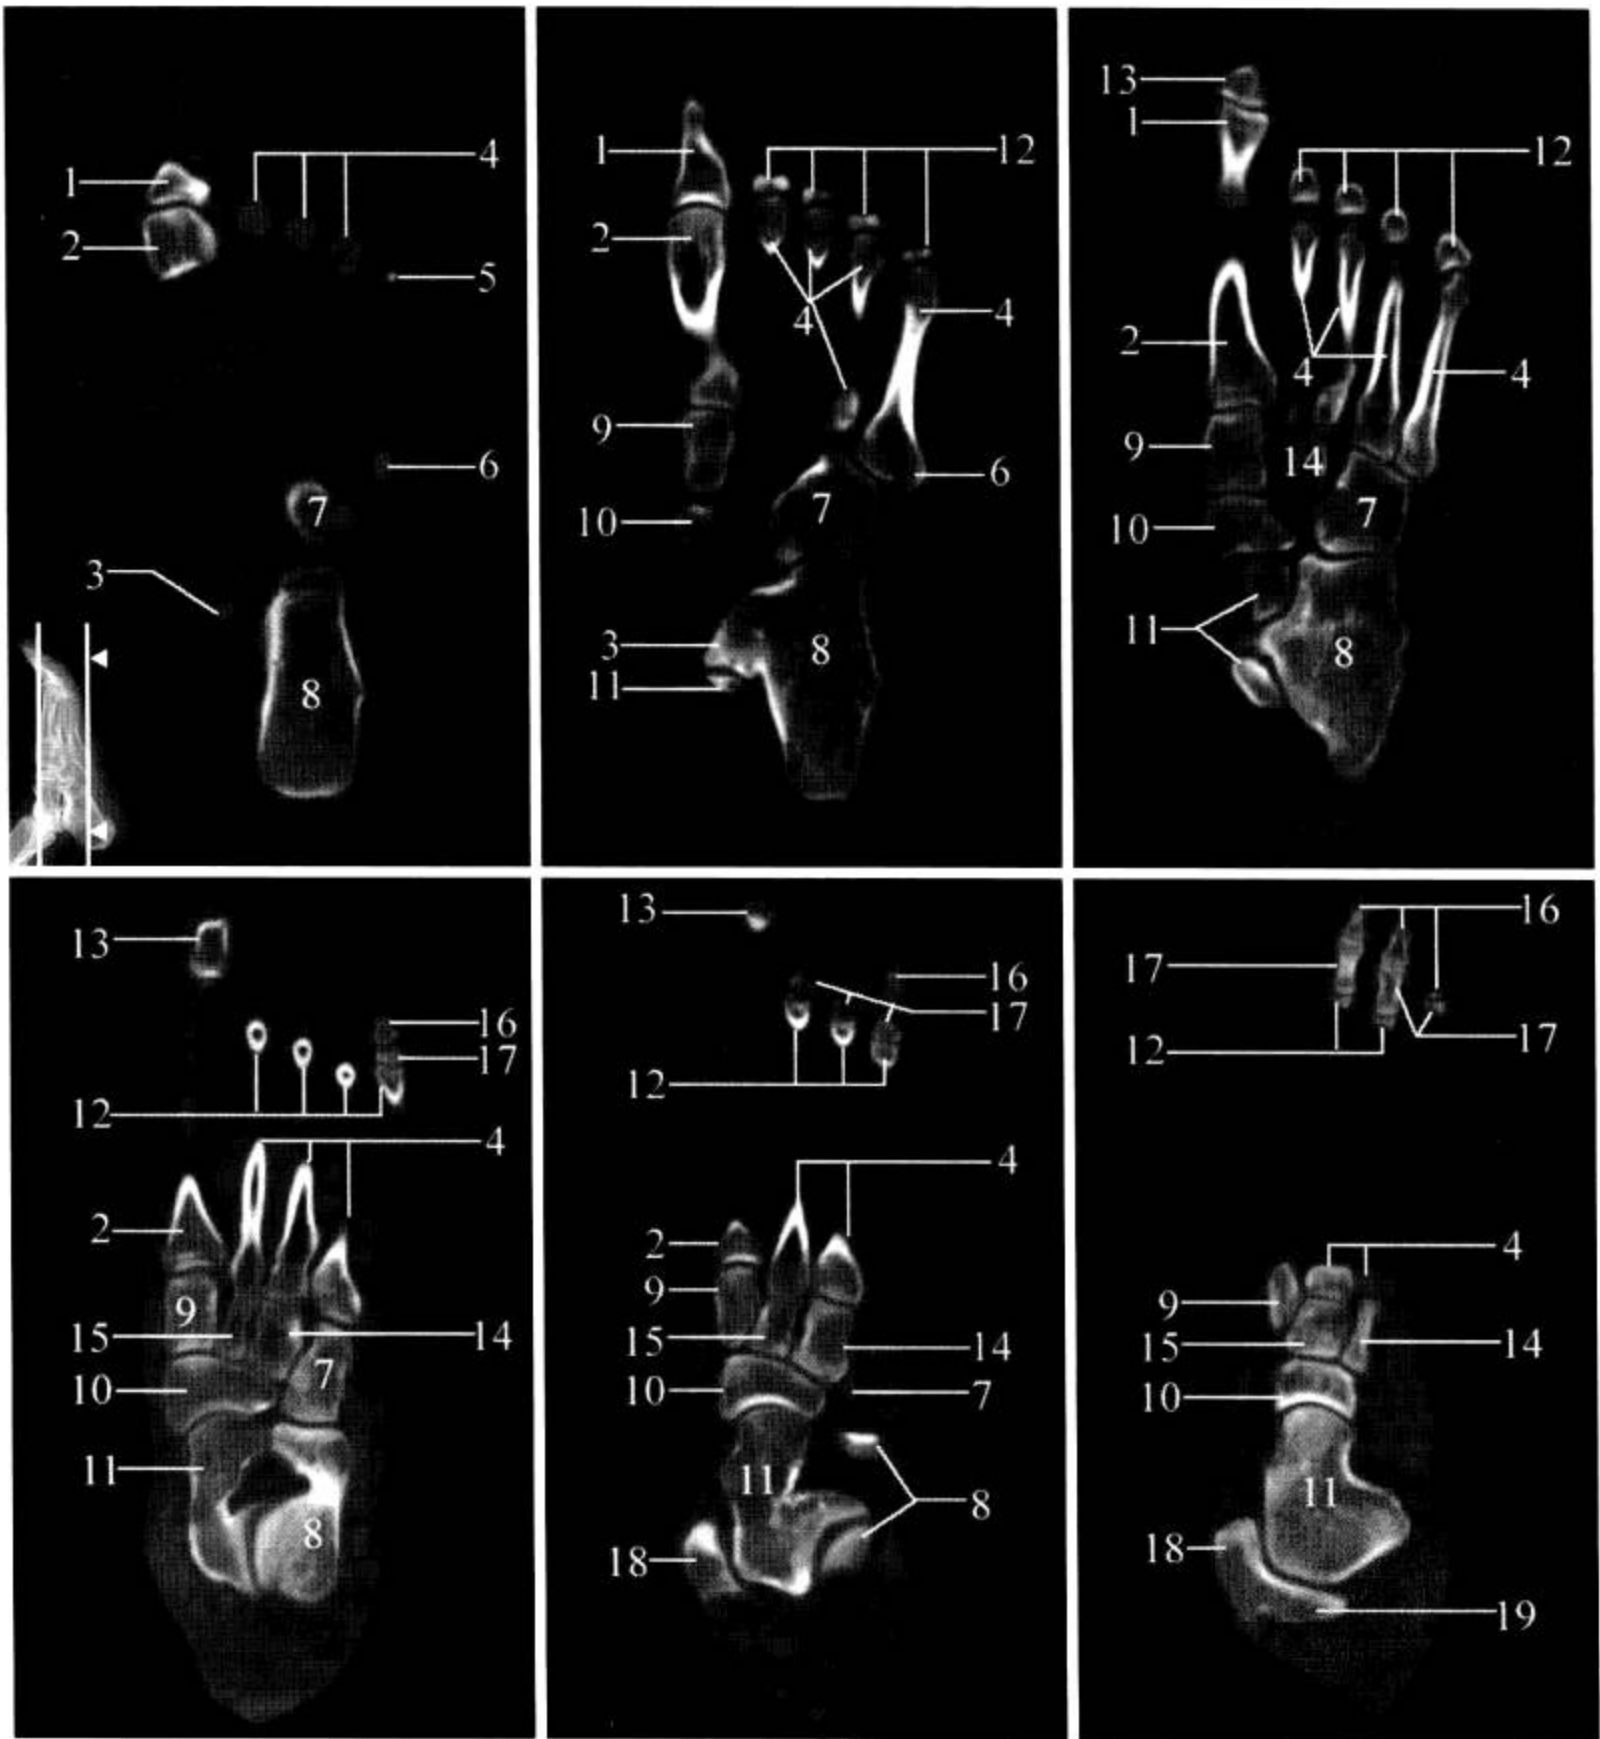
足 CT 冠状面 MPR 重建
